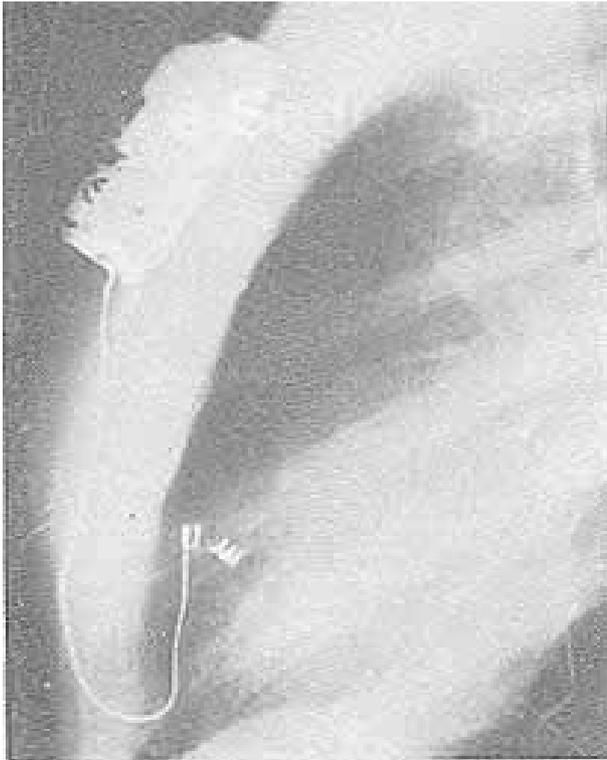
Radiografia de tórax em perfil, demonstrando a fratura do terminal helicoidal do eletrodo sem sutura. A porção distal movia-se amplamente com os batimentos cardíacos, enquanto a proximal permanecia imóvel.
